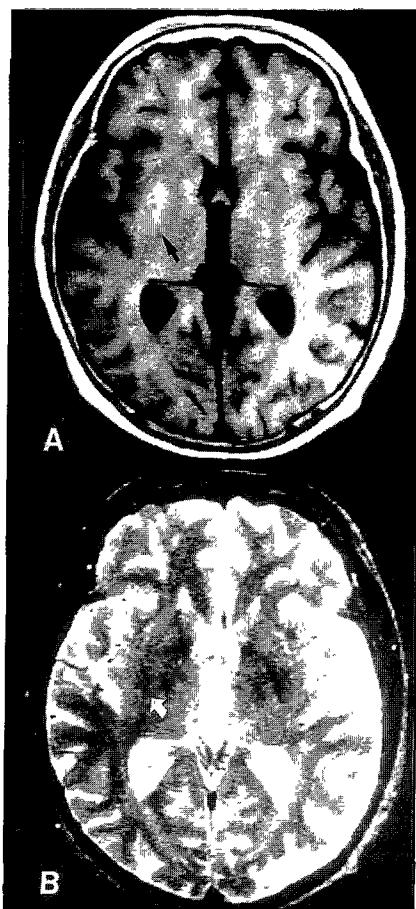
Brain MRI showed a high signal intensity on T1-weighted image (A) and low signal intensity on T2-weighted image (B) in the right putamen.
